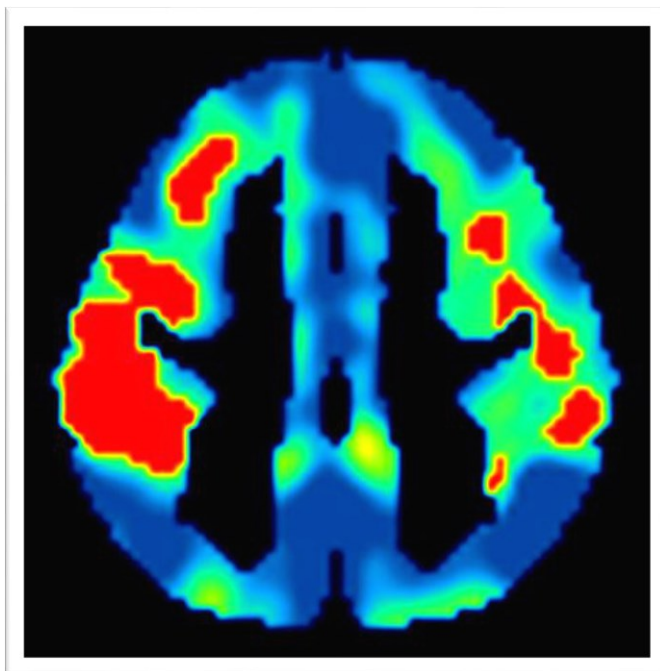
Beispielhafte PET von Proband CD181237
